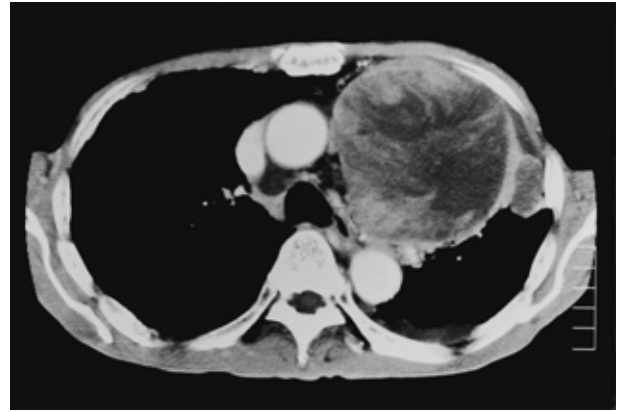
Chest CT scan shows a large circumscribed non-homogeneous mass.
